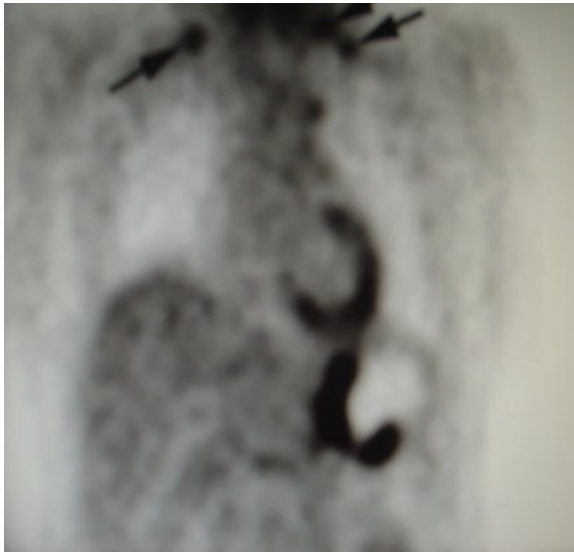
ПЭТ/КТ поражения над- и подключичных лимфатических узлов метастатическим процессом
